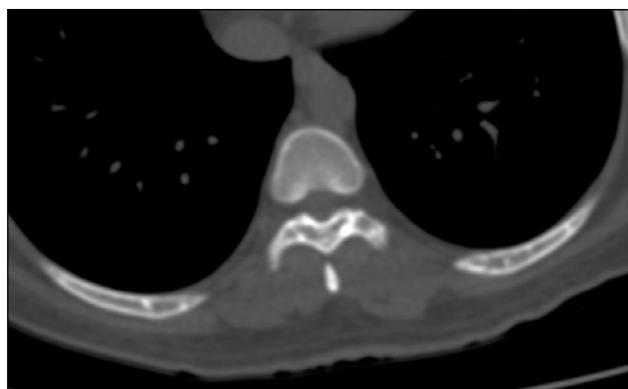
Компьютерная томография VII ребра, поперечный срез: на снимке видны множественные, чётко очерченные, гиперденсивные очаги поражения (измеряются в мм).
